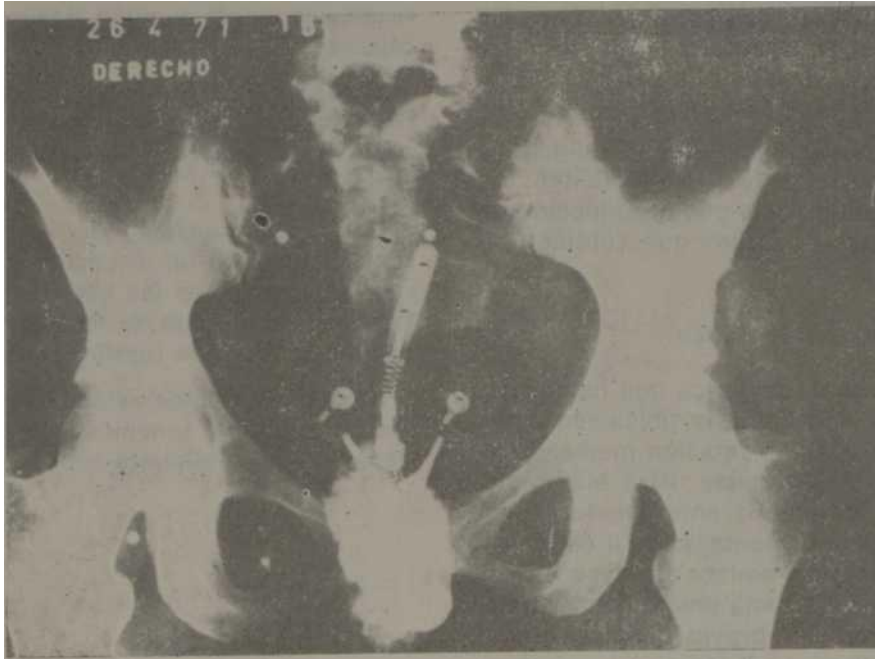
Radiografía directa.
